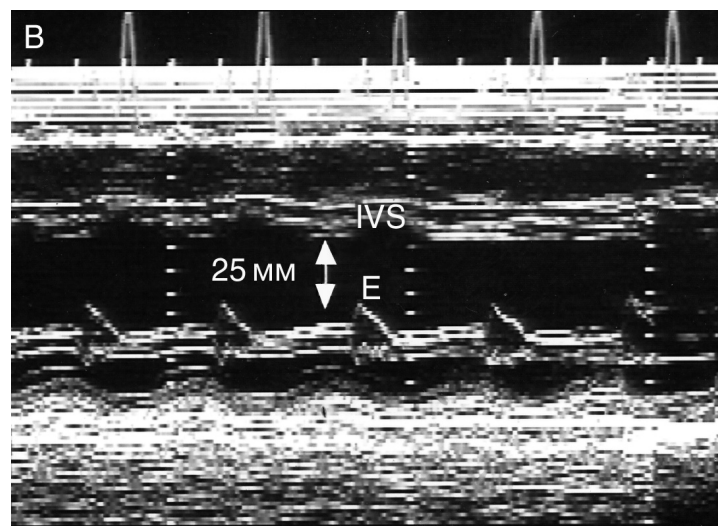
Эхокардиографические признаки дилатационной кардиомиопатии, парастеральная длинная ось левого желудочка (А), апикальная четырехкамерная позиция (Б), М-модальное исследование на уровне митрального клапана, скорость развертки 50 мм/с (В). Левый желудочек принимает сферическую форму. Мерой сферичности служит отношение размеров левого желудочка по длинной и короткой осям: при дилатационной кардиомиопатии оно приближается к единице. Расстояние от Е-пика передней створки митрального клапана до межжелудочковой перегородки в норме не превышает 5 мм, при дилатационной кардиомиопатии оно значительно больше. Е — Е-пик передней створки митрального клапана, IVS — межжелудочковая перегородка, LA — левое предсердие, LV — левый желудочек, RA — правое предсердие, RV — правый желудочек.
